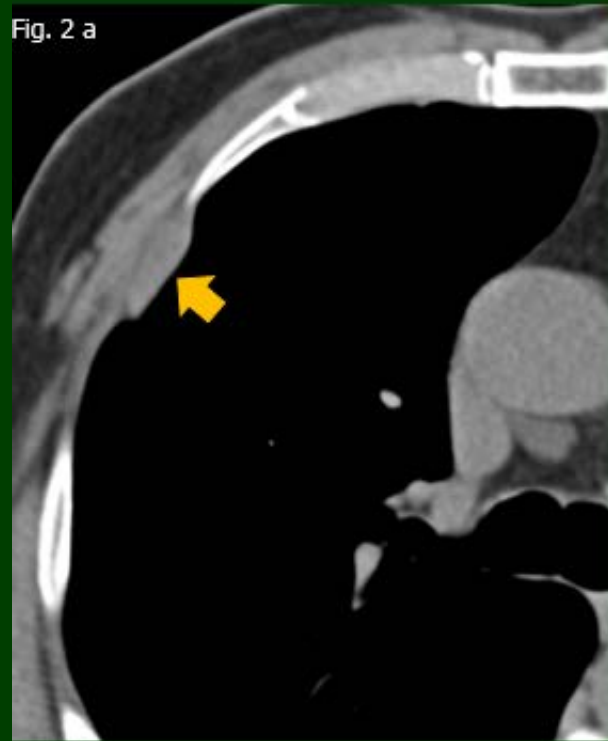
a, b y c: TC de tórax sin contraste con ventana de partes blandas, cortes axiales: Placas pleurales múltiples bilaterales, algunas de ellas calcificadas (flechas).
